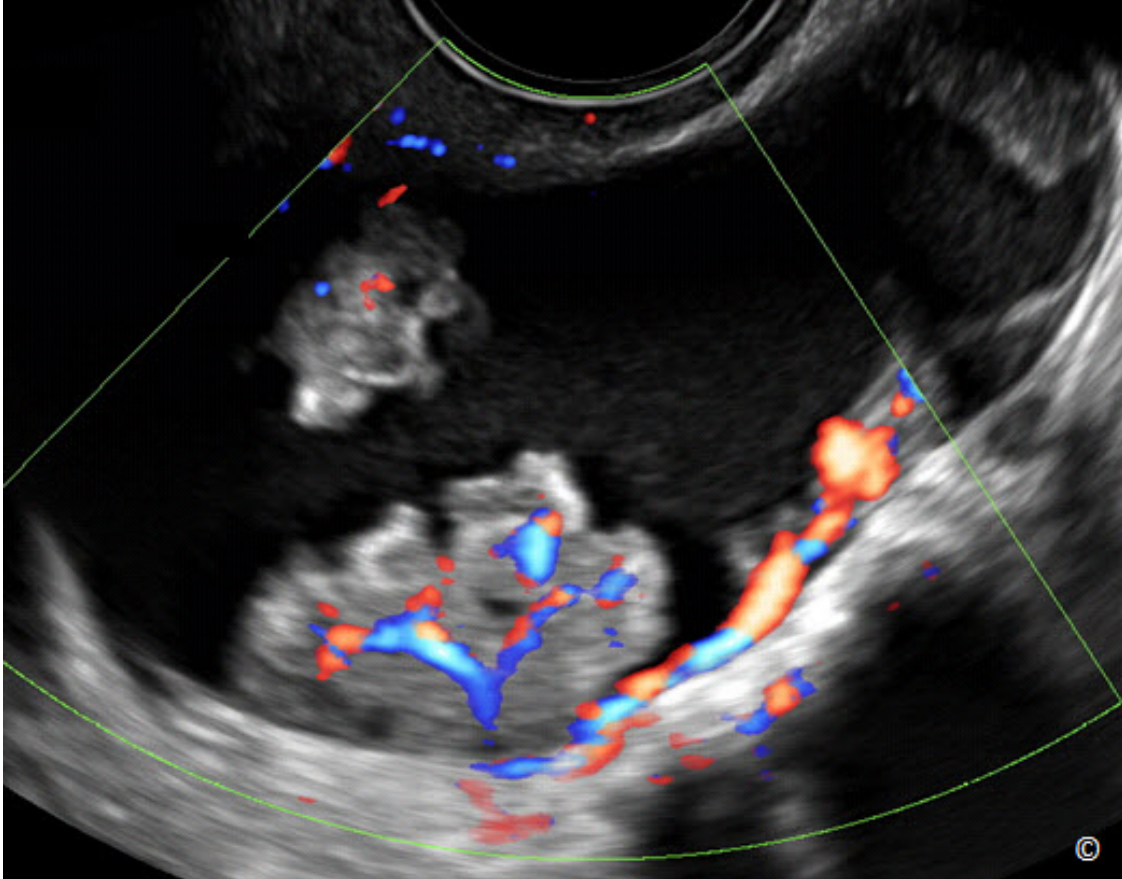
Ultrasonido transvaginal de un cistoadenocarcinoma seroso de ovario. Nótese la presencia de proyecciones papilares con vascularización observadas en el Doppler de color.
